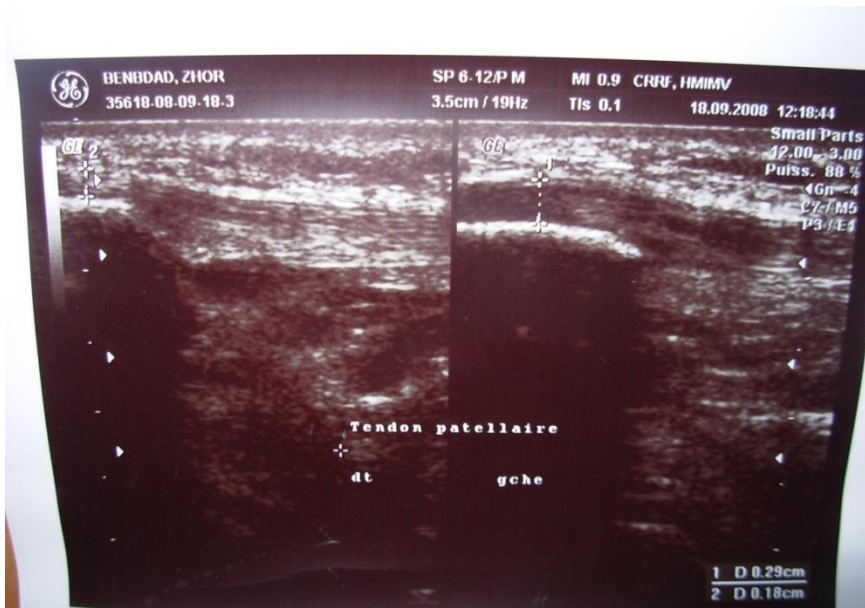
échographie montrant l'aspect hypoéchogène avec épaissement de l'insertion haute du tendon patellaire.
